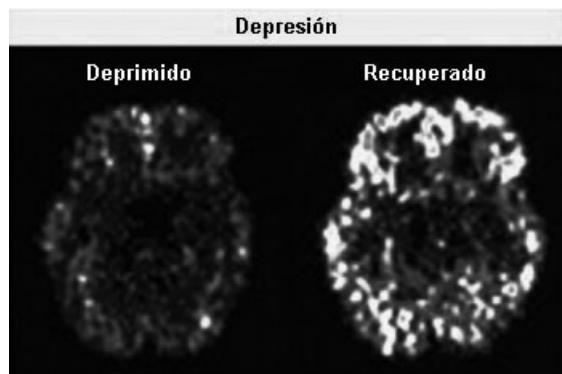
PET de un paciente en diferentes fases del tratamiento: a la izquierda observamos el estado antes de empezar el tratamiento antidepresivo, y a la derecha observamos al paciente en fase de remisión. Se puede ver cómo disminuye la hipofrontalidad con el tratamiento antidepresivo.
